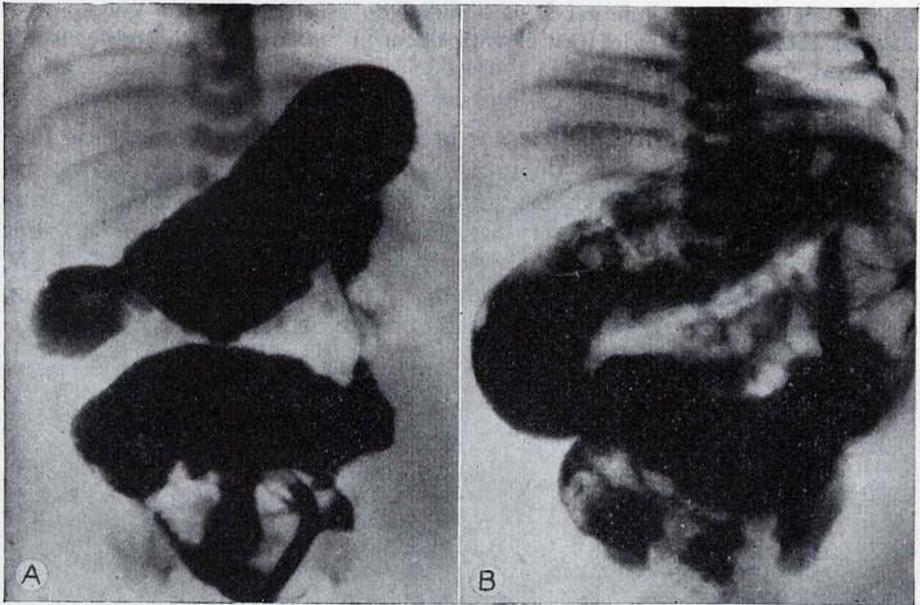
Esta invaginación, que se inició a los 21 días, fue reducida cuatro veces en diez días, la penúltima quirúrgicamente y la última, que fue seguida de curación definitiva, mediante la enema opaca. Nunca se observaron melenas. A) Exploración con contraste: la papilla opaca penetra con facilidad hasta el ángulo esplénico, dejando defectos de repleción, especialmente en el colon descendente. El ángulo esplénico contiene un casquete en apariencia con invaginación, que se logra hacer progresar con dificultades hasta la total repleción cólica. B) El ciego aparece con una motilidad anormal, colcándose espontáneamente en dirección paralela al colon transverso. La substancia de contraste penetra al final del líquido. La situación habitual del ciego y de la porción yuxtacecal del íleon explicaría quizá que el signo de Dance fuera negativo (Radiografía Dr. A. DOMÉNECH CLARÓS).
